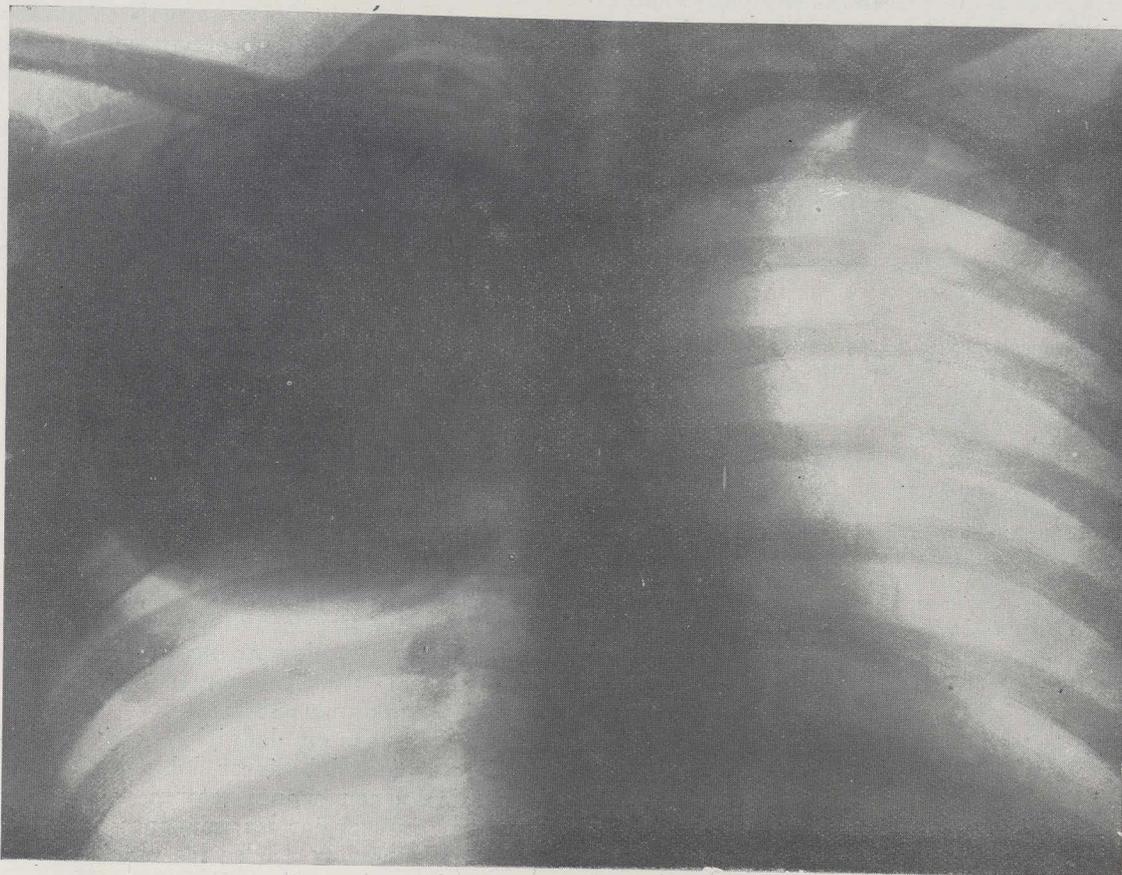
El mismo individuo radiografiado dos meses después, en el momento de la operación. La sombra más grande indica el crecimiento del tumor.
